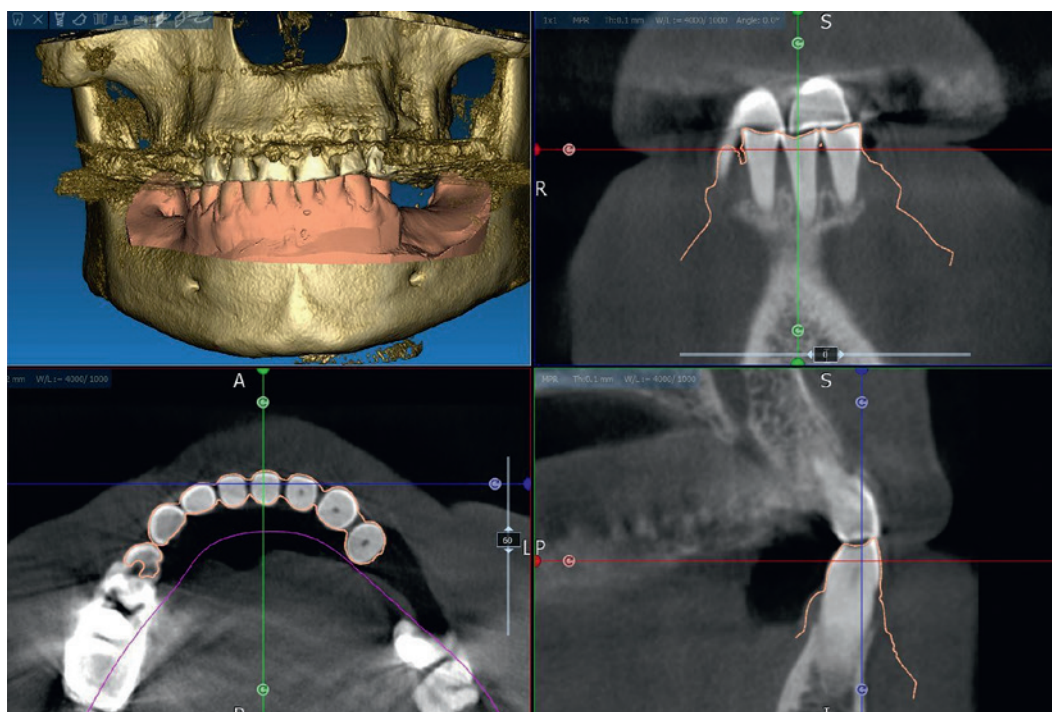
Пример сопоставления цифровой модели нижней челюсти и 3D КТ. Контур виртуальной модели челюсти совпадает с контуром зубов на КТ
